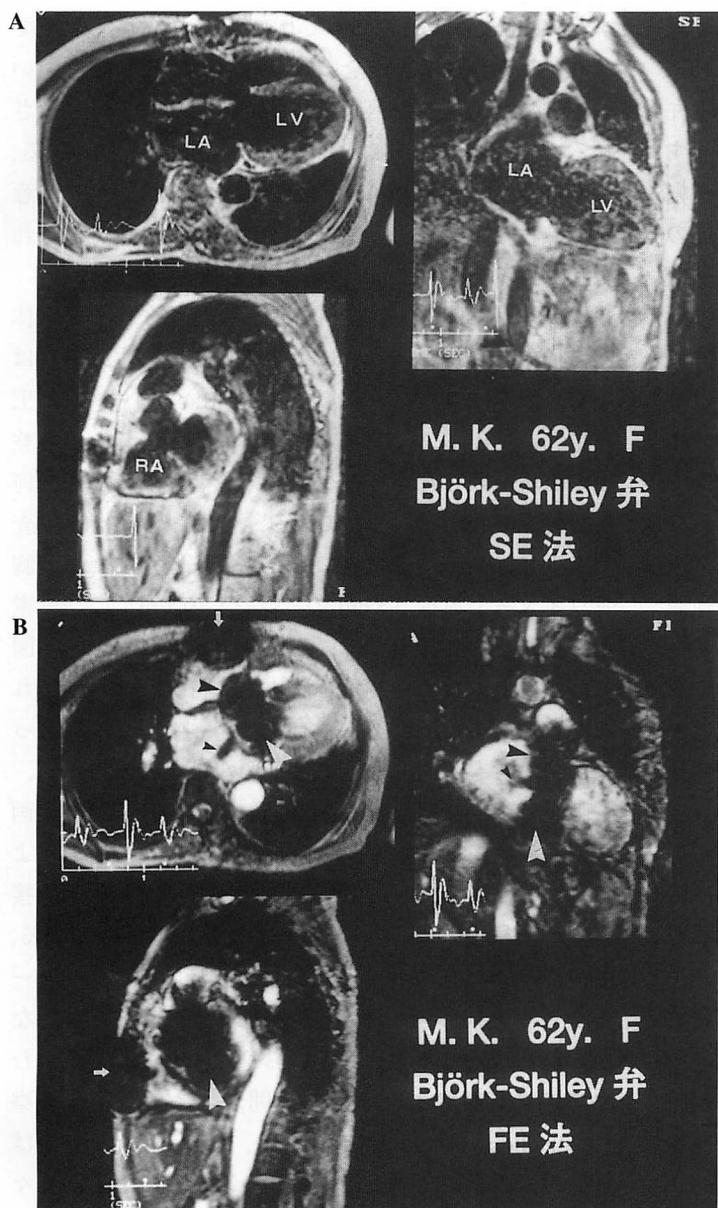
Magnetic resonance imaging of a 62-year-old woman with Björk-Shiley prosthetic valves in the mitral and aortic positions, and atrial fibrillation
